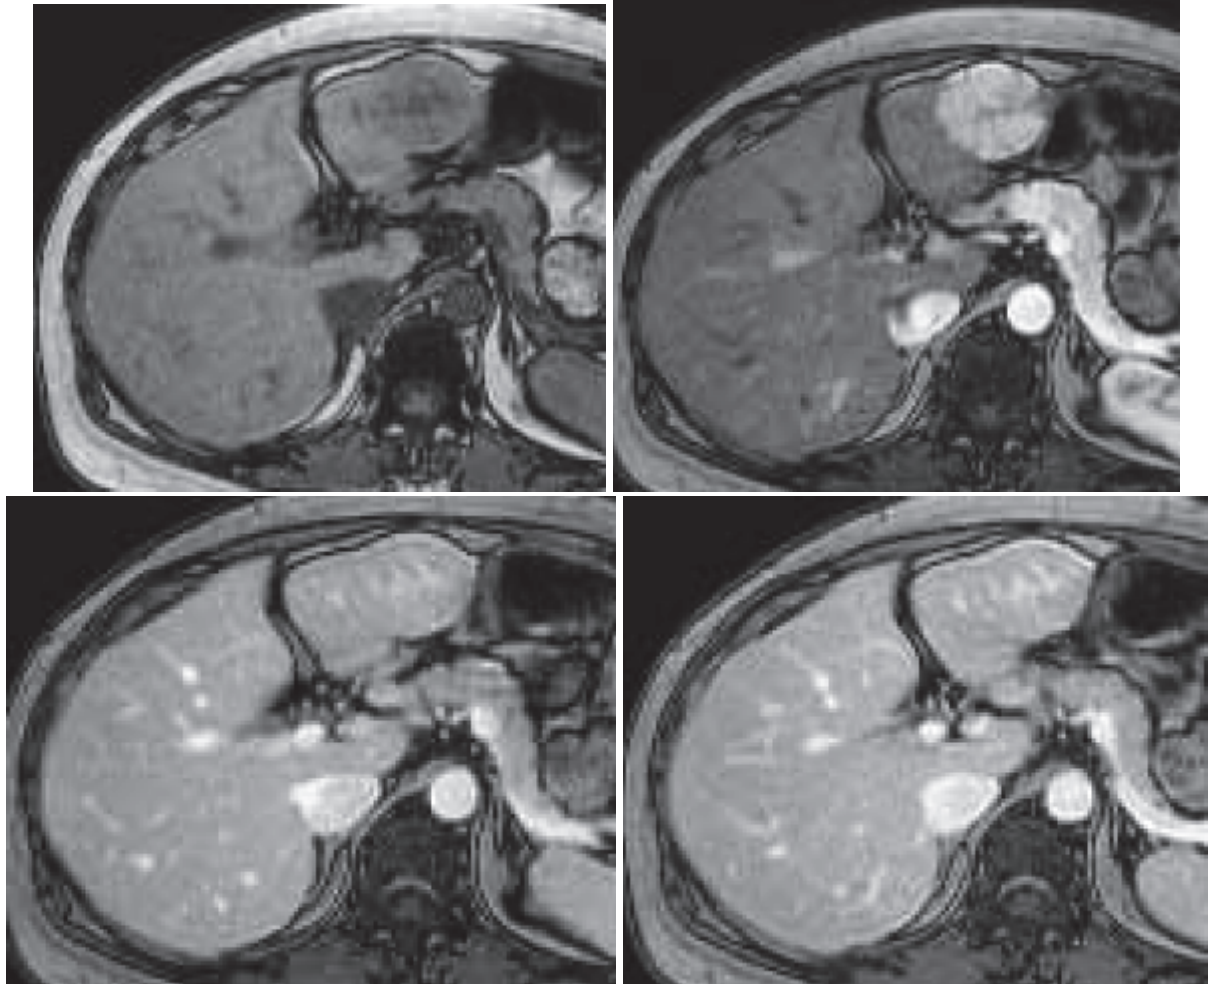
Séquence IRM T1 dynamique après injection de gadolinium, typique d'une hyperplasie nodulaire focale.
